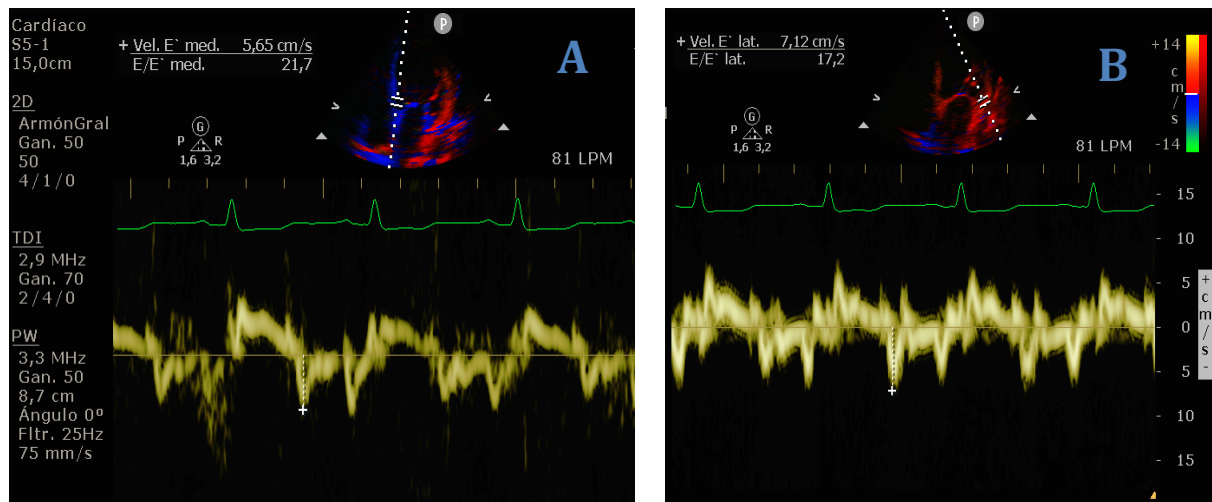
Doppler tisular mitral. (A) Septal (B) Lateral
